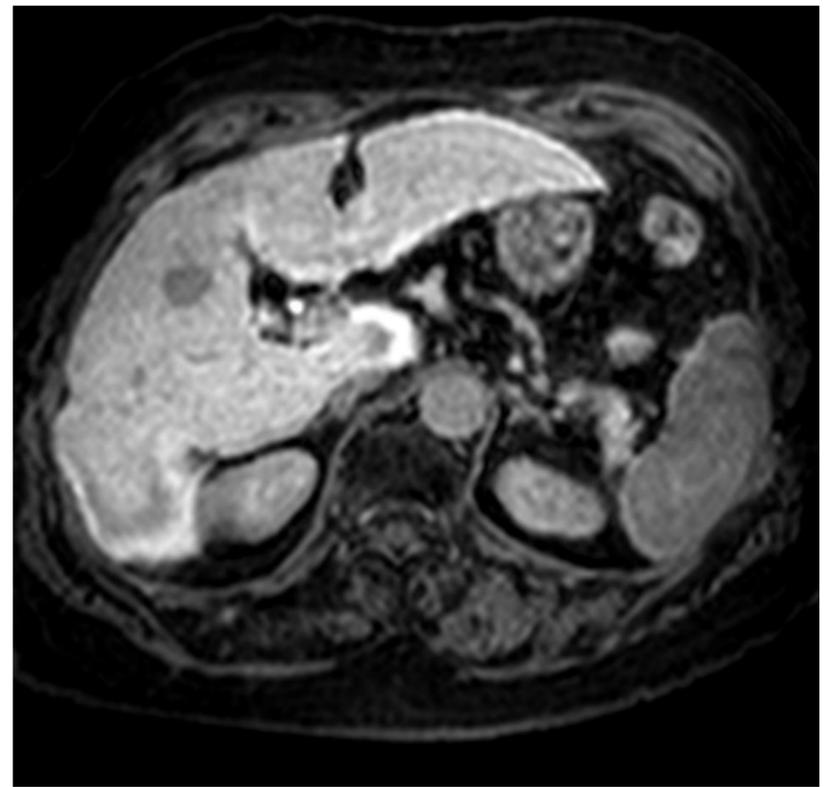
RM Fase hepatobiliar
